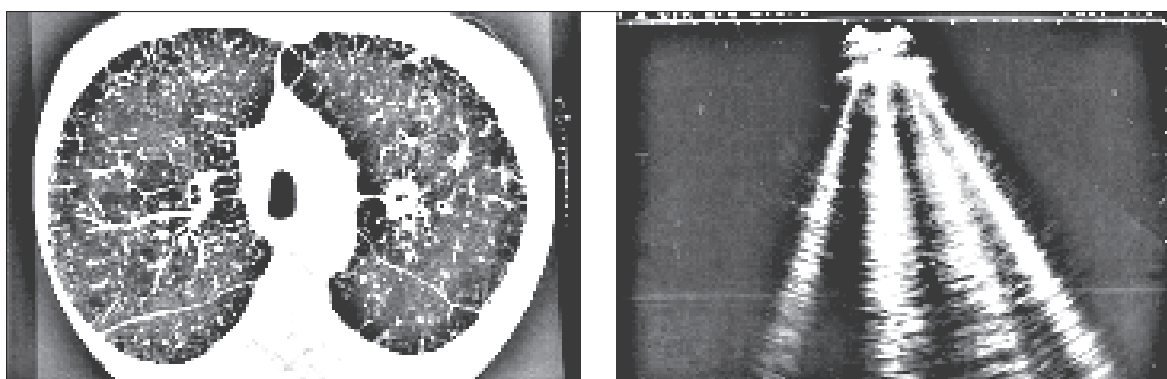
Immagine HRTC ed ecografica a confronto in un polmone con fibrosi.
